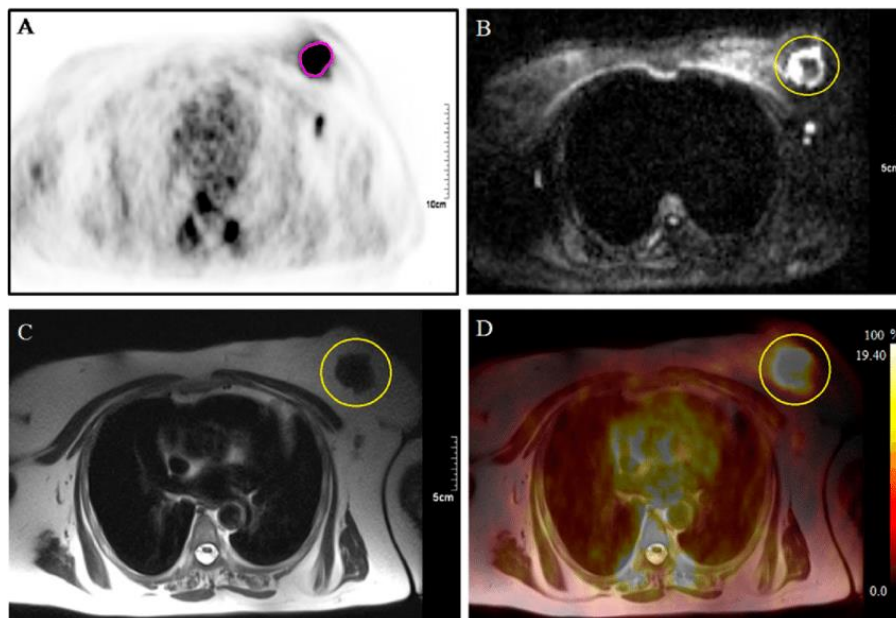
Radiomika u magnetnoj rezonanciji dojke
